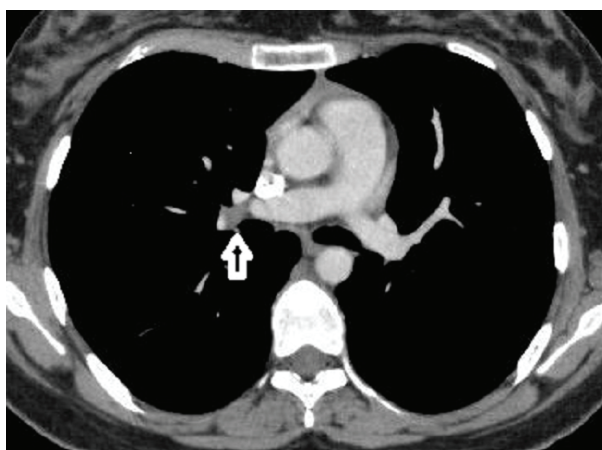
Axial section of contrast enhanced chest CT reveals right tracheobronchial lymph node.
